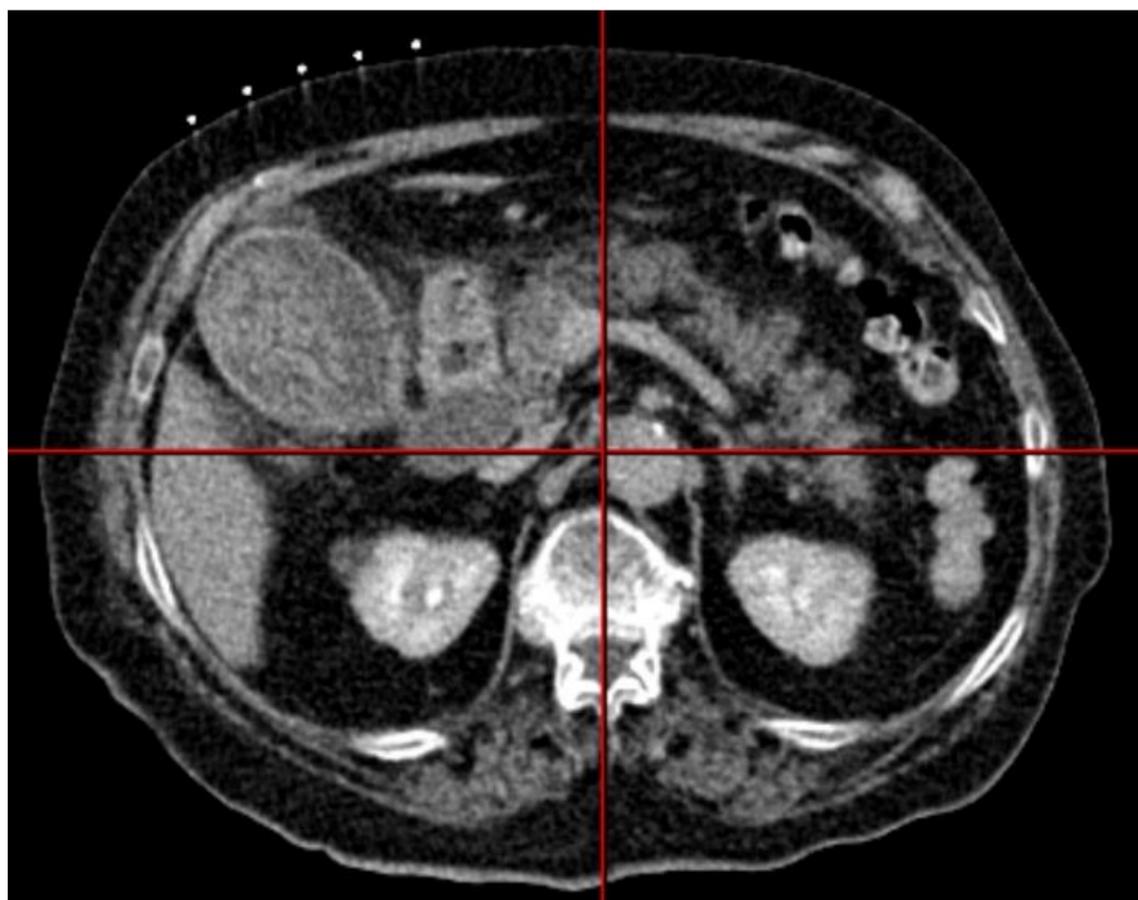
TC. Se colocan marcadores hiperdensos en el hipocondro derecho para calcular distancia hasta la vesícula y trayectoria.
